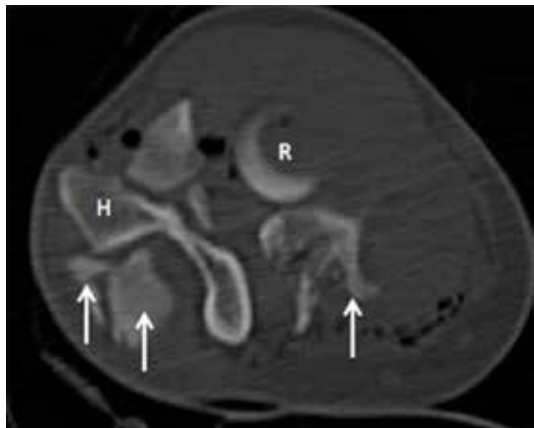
Tomografía axial computarizada de codo derecho: señalamos con flechas los fragmentos del olécranon visibles en este corte.
